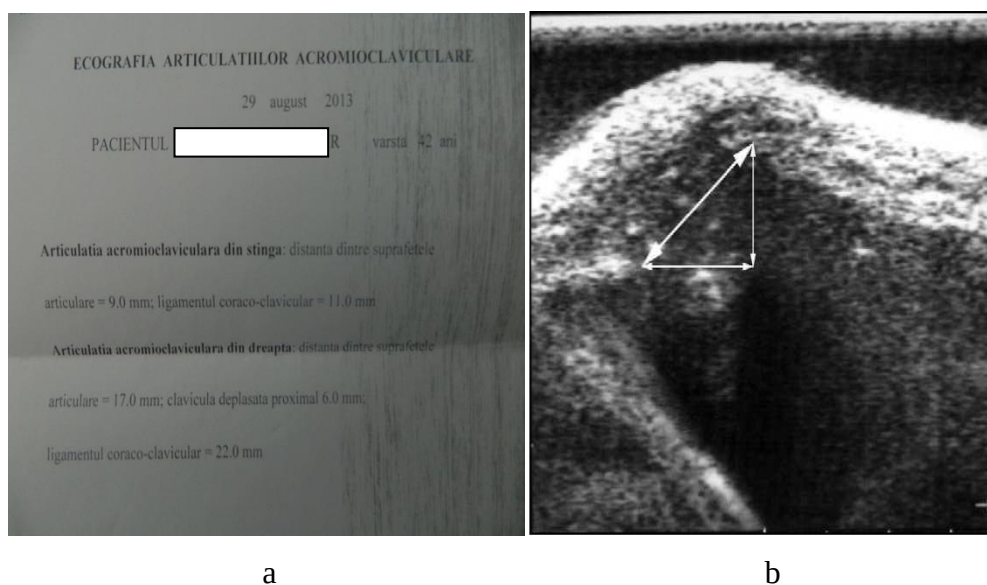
Examenul ecografic a articulației acromio-claviculare:
